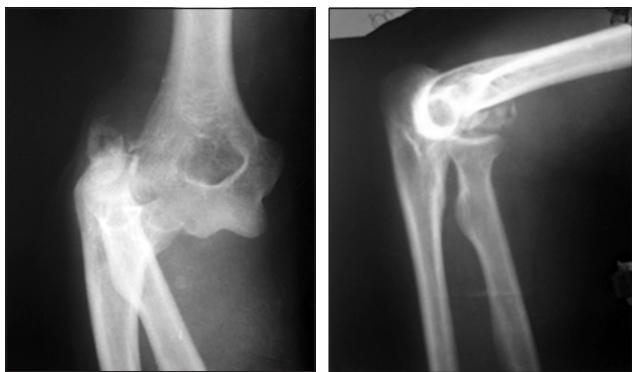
Фотоотпечатки первичных рентгенограмм правого локтевого сустава пациентки В., история болезни № 71192
